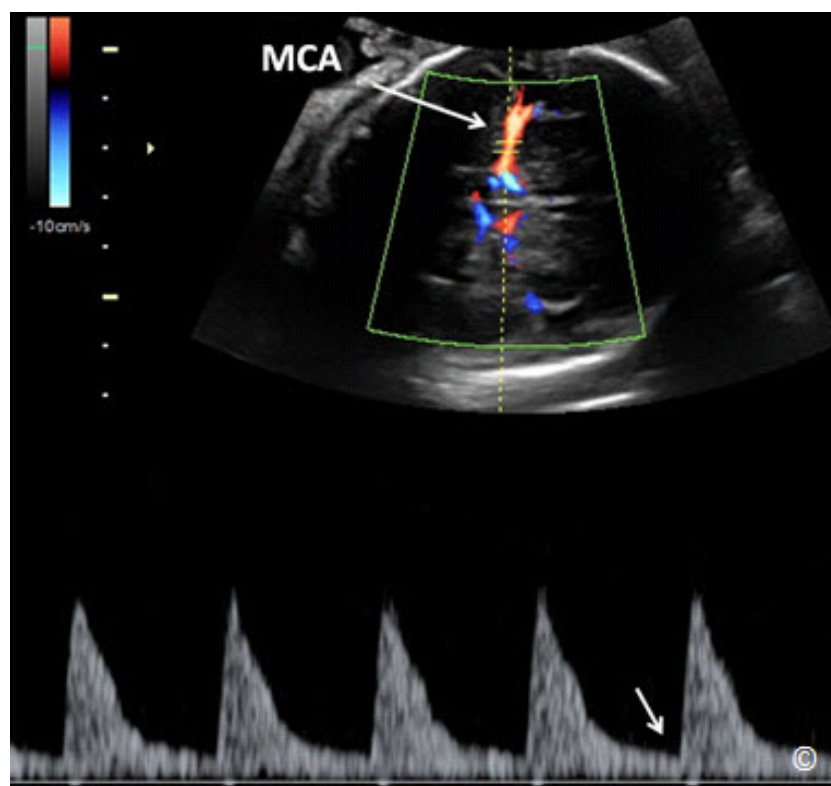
Doppler espectral (pulso) Doppler de la arteria cerebral media (MCA) en un feto normal. Obsérvese que la circulación de la MCA muestra una circulación de alta impedancia con flujo continuo hacia adelante durante la diástole (flecha)
